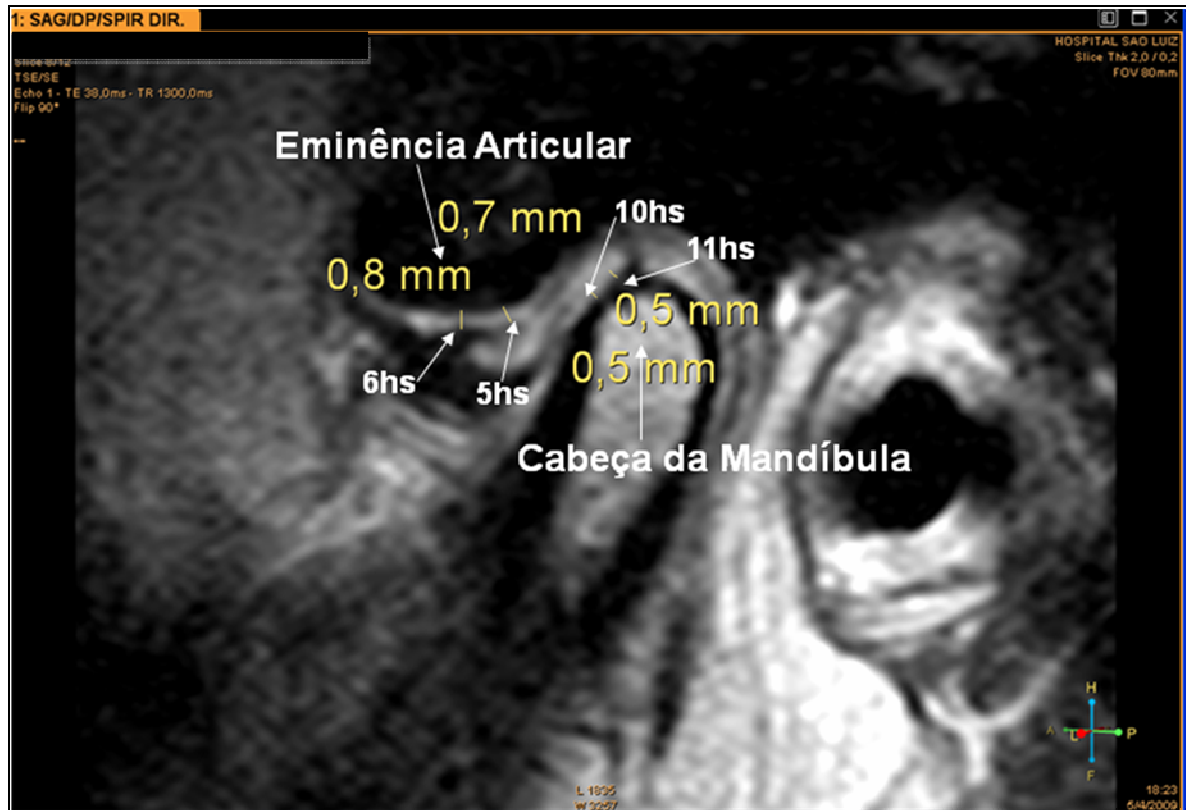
Representação na RM como foram realizadas as mensurações das espessuras da cartilagem de acordo com o ponteiro de horas de um relógio na cabeça da mandíbula e eminência articular. Disco com deslocamento para anterior
